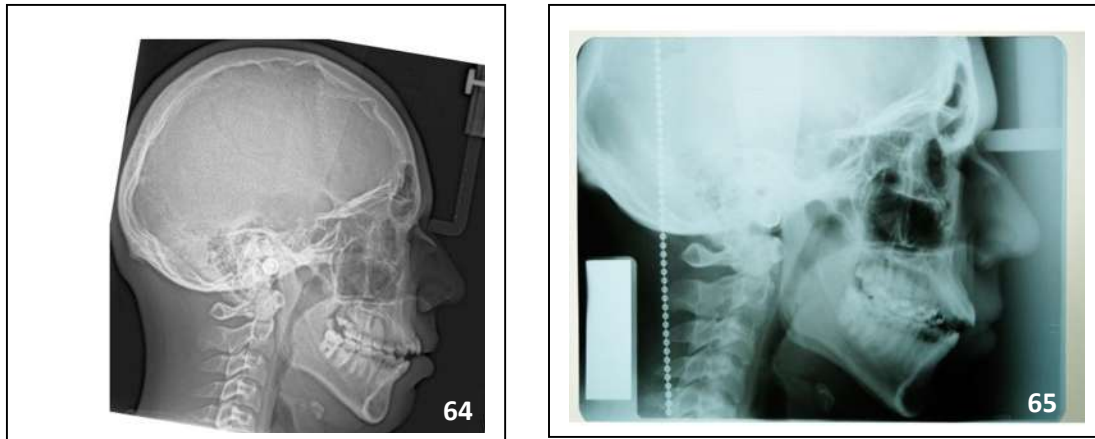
Radiografías lateral de cráneo de inicio (64) y final (65).
